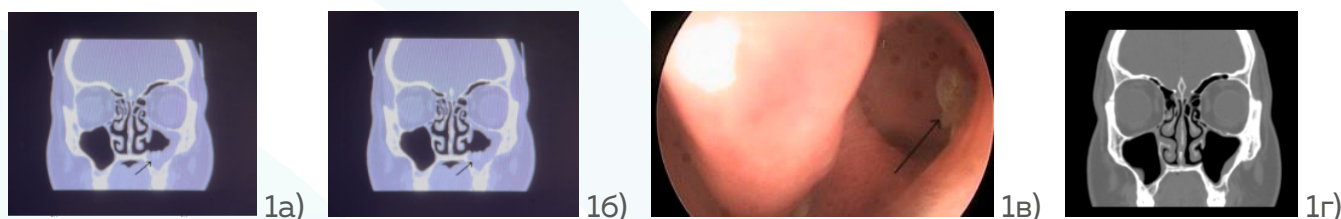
КТ придаточных пазух носа 1в) Эндоскопическая картина полости носа 1г) Контрольное КТ придаточных пазух носа после лечения междисциплинарным подходом
